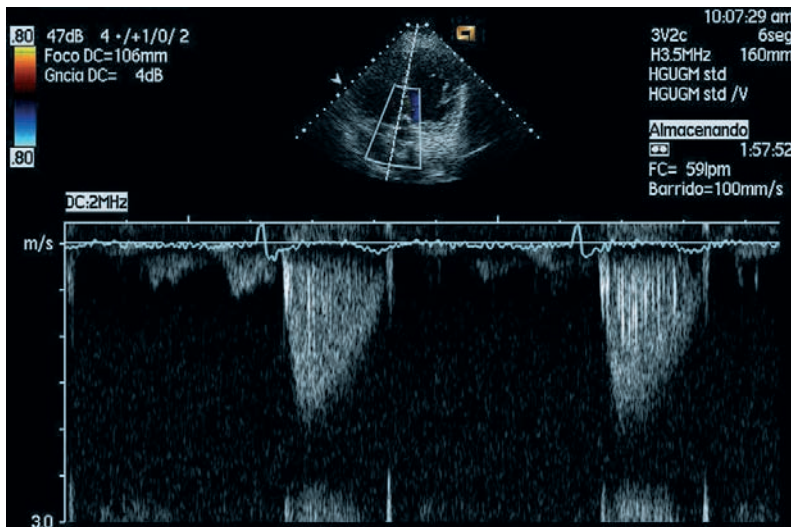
Análisis con Doppler pulsado del flujo aórtico, en el plano apical de cinco cámaras. Se observa una deflexión negativa porque la sangre se aleja del transductor.
